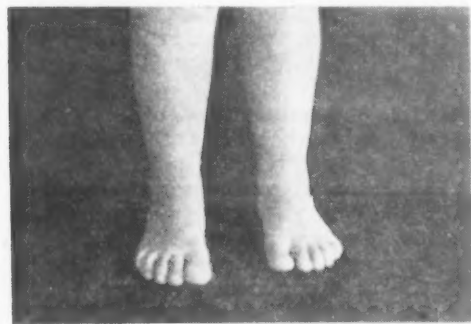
Fotografía post-operatoria enfermo de las radiografías de las Fig. anteriores.
